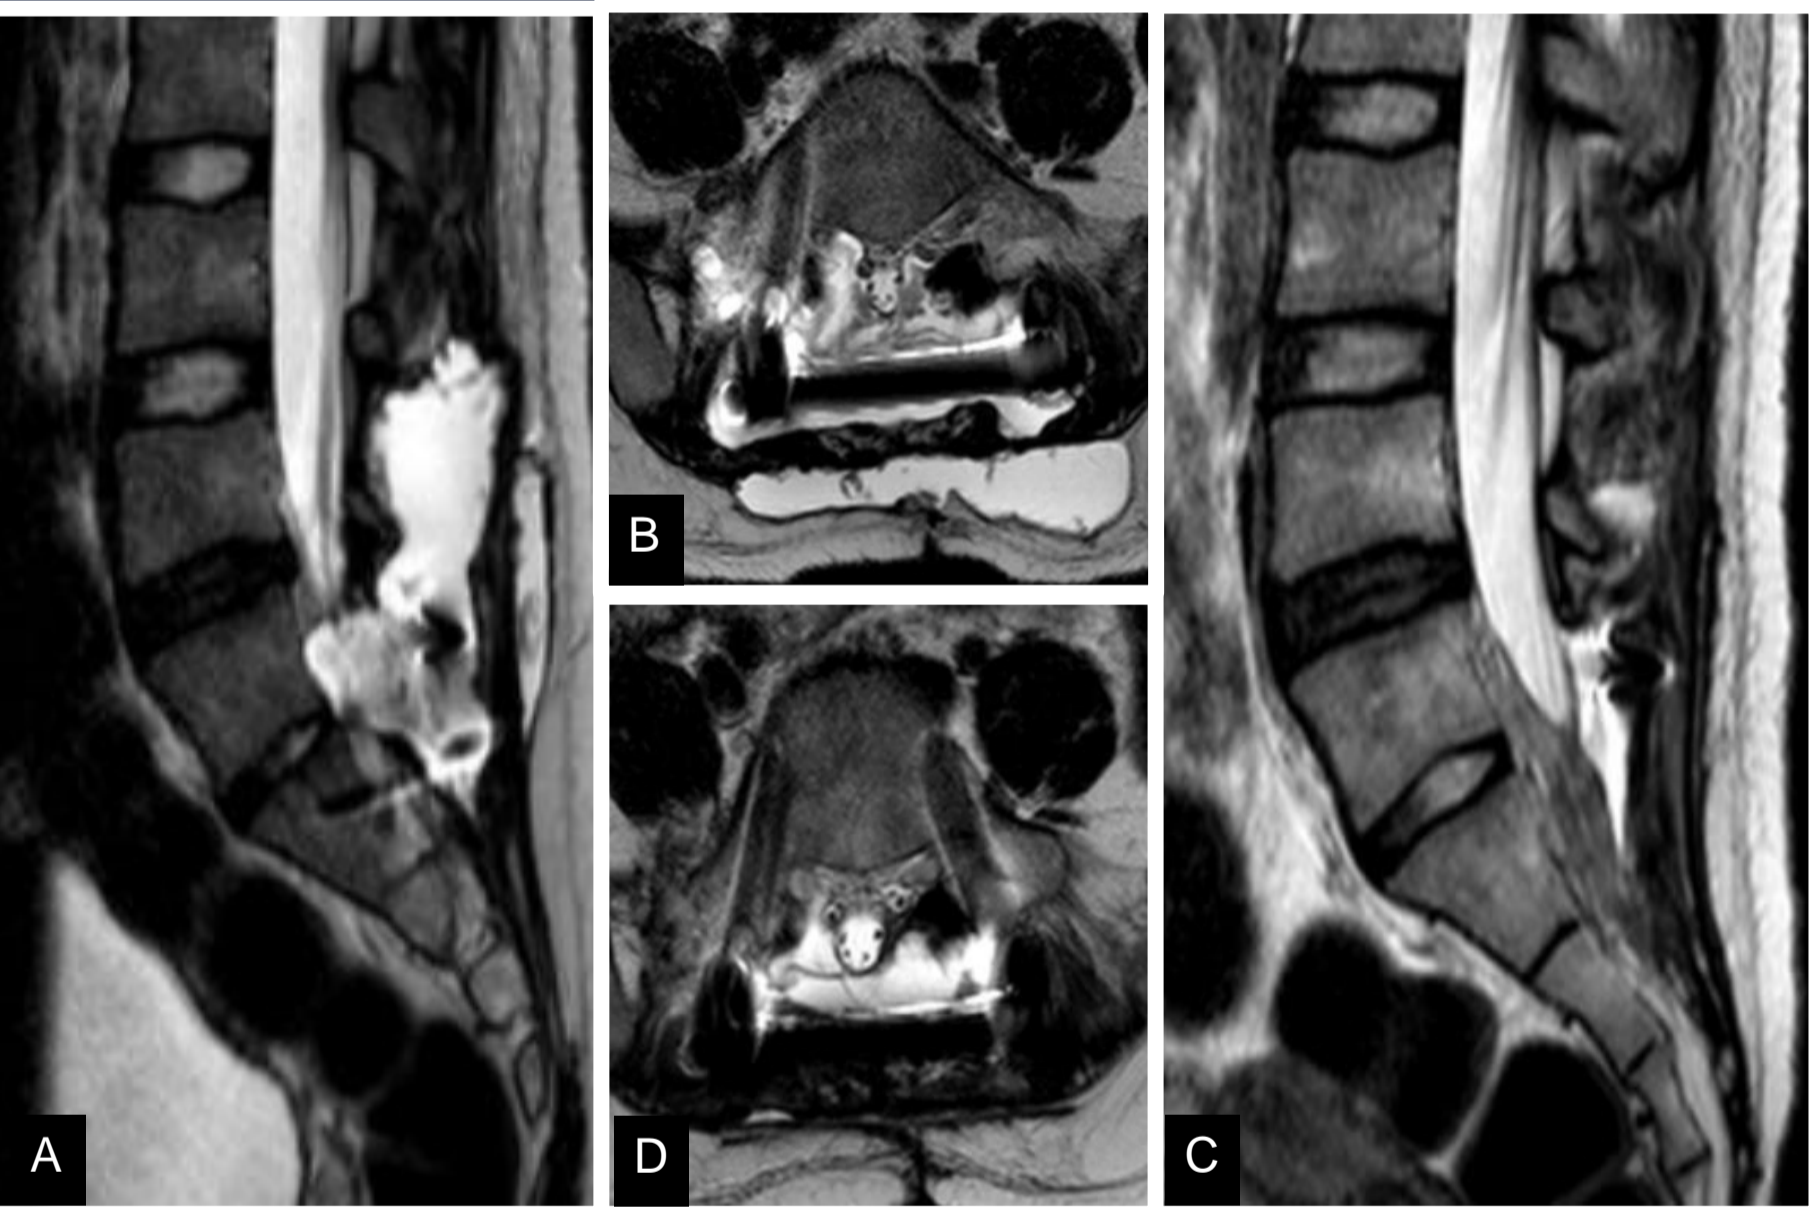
RMN Lumbosacra protocolo T2. A) Corte Sagital, pre quirúrgico, fistula de LCR en nivel S1-S2. B) Corte Axial, pre quirúrgico, salida de LCR a través de nivel S1. C) Corte sagital, post quirúrgico. D) corte axial, post quirúrgico, sin evidencia de salida de LCR.
